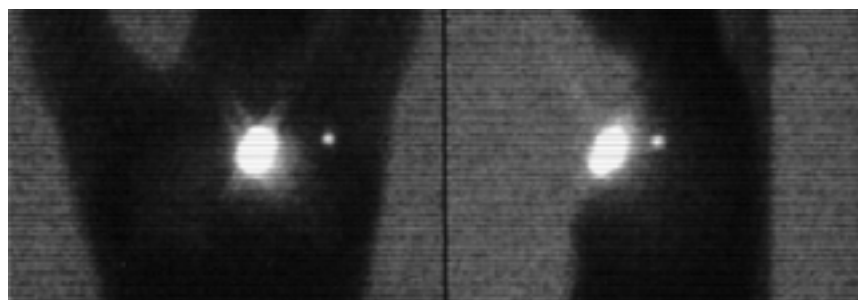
Mise en évidence du ganglion sentinelle par la lymphoscintigraphie.
